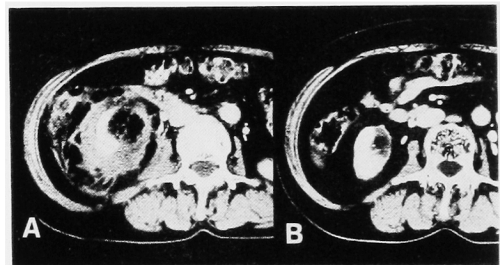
A: CT scan shows the rupture of RAML. B: The tumor is extant three months after embolization.
